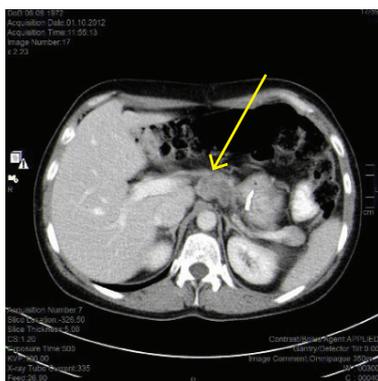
Результаты КТ пациентки К. после 4 курсов поддерживающей ХТ. Стрелкой указан конгломерат увеличенных ЛУ — метастатический опухолевый очаг
